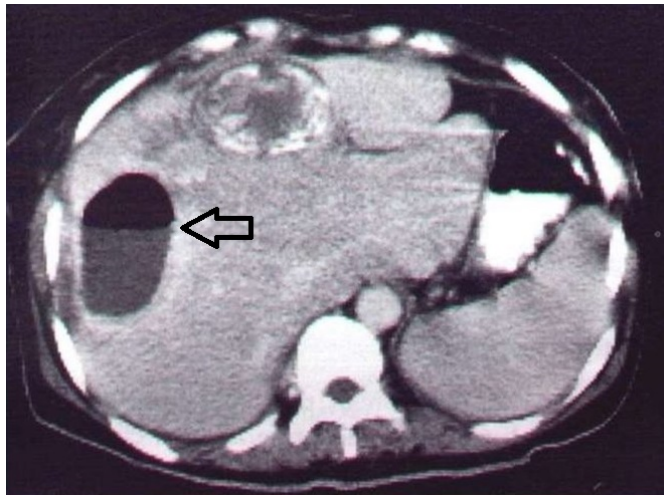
КТ. Велетенський абсцес правої частки з тонкою паренхіматозною манжетою та рівнем рідини
